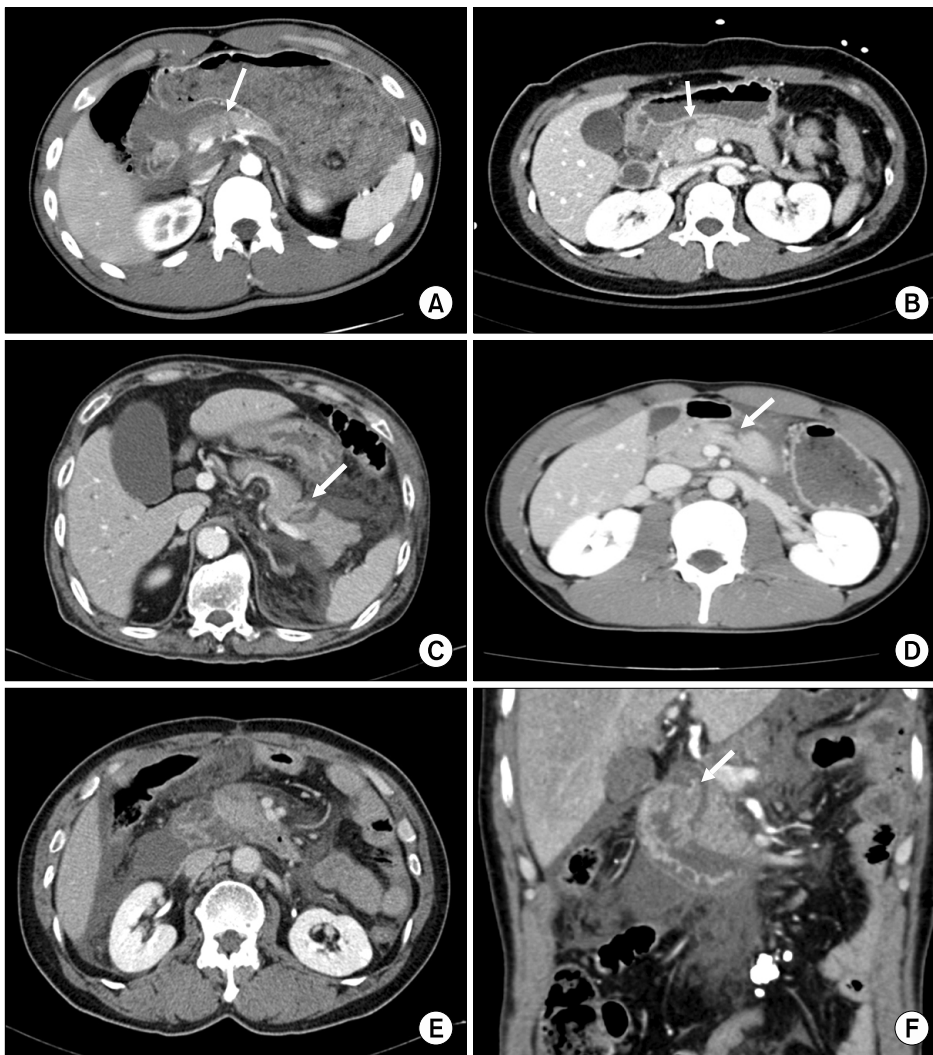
Abdominal computed tomogram scan of pancreatic injury. (A) grade I, (B) grade II, (C) grade III, (D) grade IV, (E, F) grade V.
